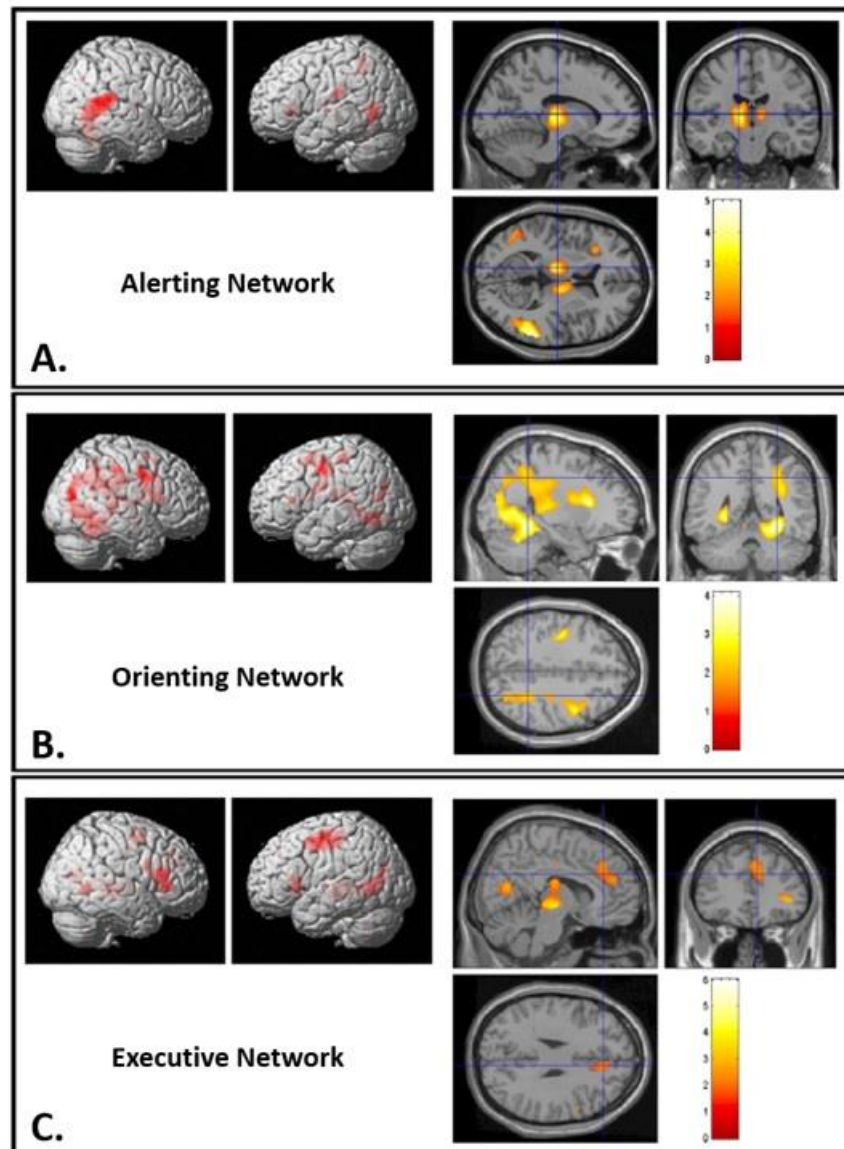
Imagerie des réseaux neuronaux attentionnels. Activation des réseaux de vigilance (A. Alerting Network), de sélection (B. Orienting Network) et de commande attentionnelle (C. Executive Network) visualisée en IRM fonctionnelle. D'après Fan et al. (19)
